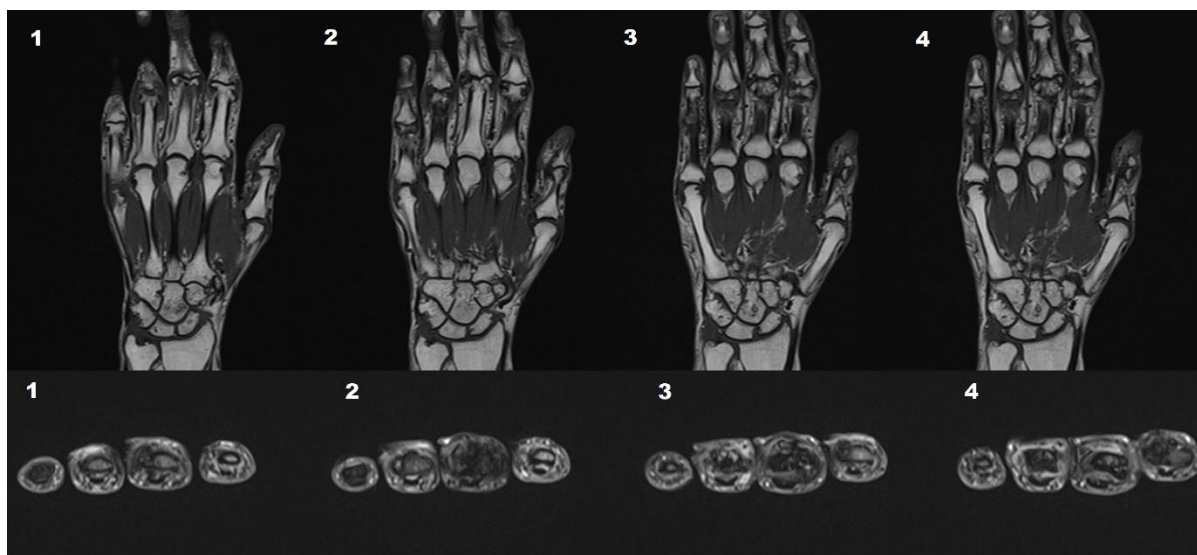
Darstellung von Knochenerosionen in den MRT-Sequenzen
